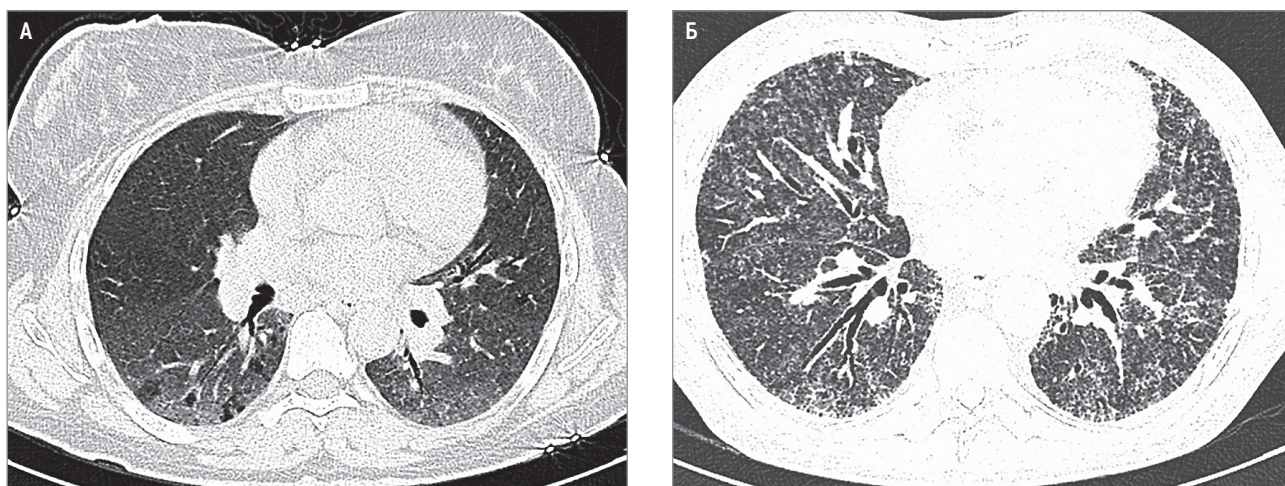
Неспецифическая интерстициальная пневмония при компьютерной томографии высокого разрешения: А – клеточный вариант, преобладание паттерна «матового стекла»; Б – фиброзный вариант, утолщение междольковых и межальвеолярных перегородок, тракционные бронхоэктазы
